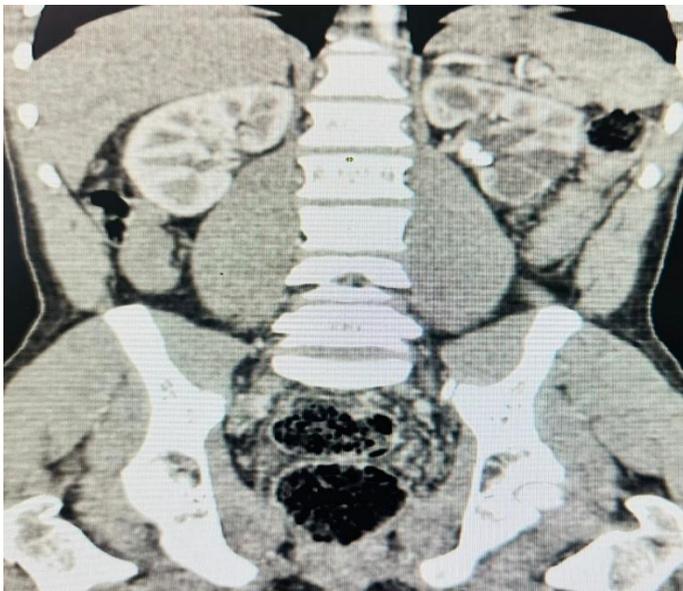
Echographie + URO-TDM avec et sans injection de PDC, 3 reconstructions (3D, axiale et coronale) de MT OT âgé de 29 ans admis au service pour lombalgie = Lithiase de l'uretère pelvien gauche avec urétéro-hydronephrose modérée homolatérale.
